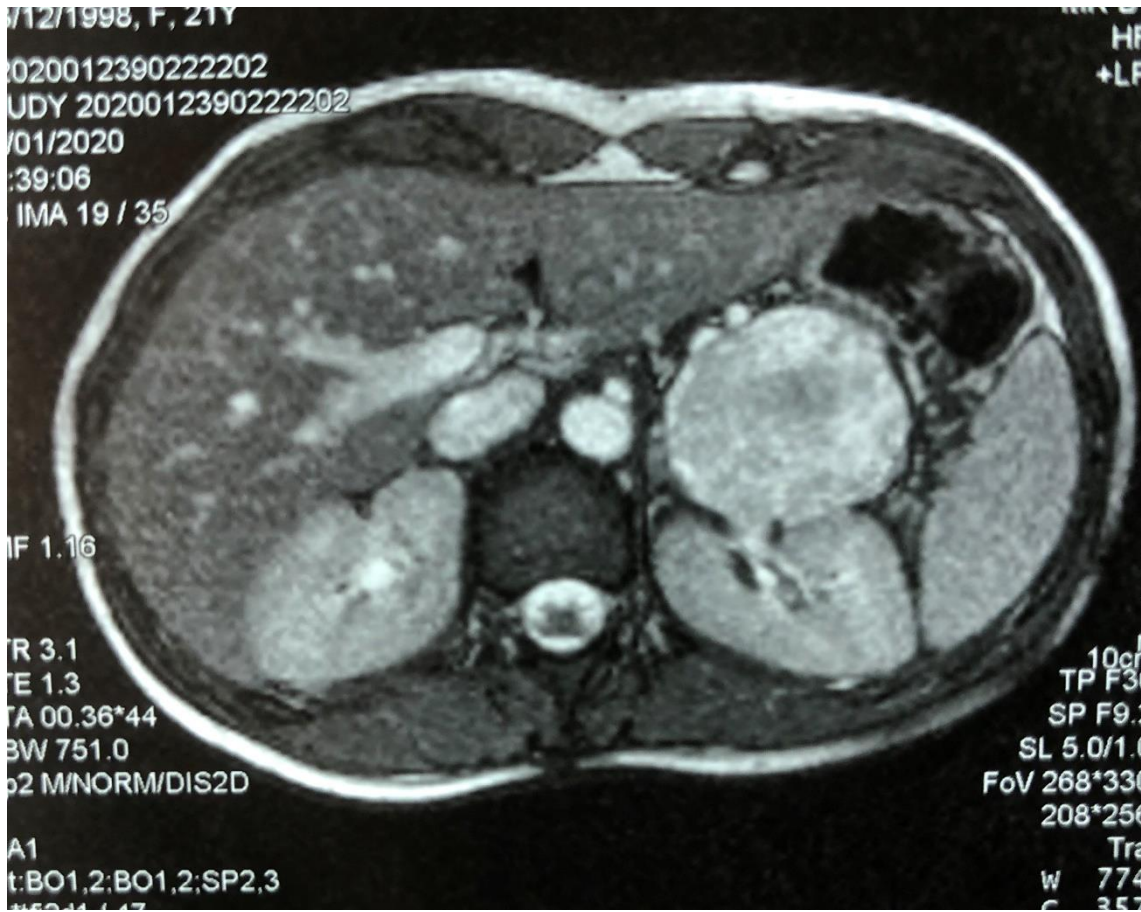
Estudio TC muestra tumoración solido quística de cola de páncreas de 70x58x55mm que comprime estómago, sin infiltración. Arteria y vena esplénica permeables. Wirsung 6-8 mm Resto del páncreas: normal.
